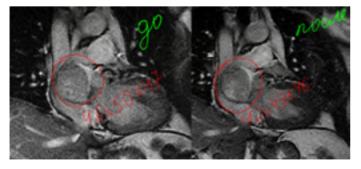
МРТ сердца с контрастированием до и после эмболизации опухоли
